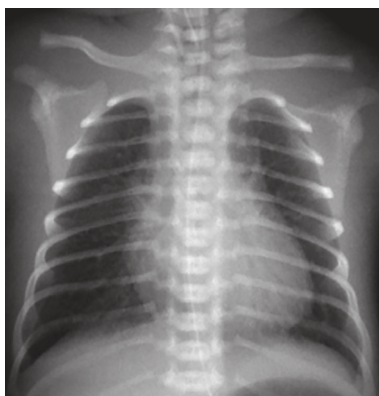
Рентгенологический снимок: третьи сутки жизни. Заключение рентгенолога: усиление сосудисто-интерстициального рисунка
